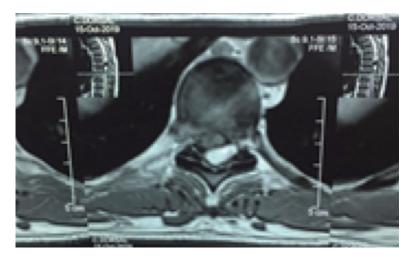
Resonancia magnética simple y contrastada de columna vertebral dorso-lumbar, corte sagital. Se visualiza en T2, lesión intraaxial que ocupa todo el canal medular con 2 densidades, una superior hipointensa y otra inferior hiperintensa cuyo margen resalta con el medio de contraste.
